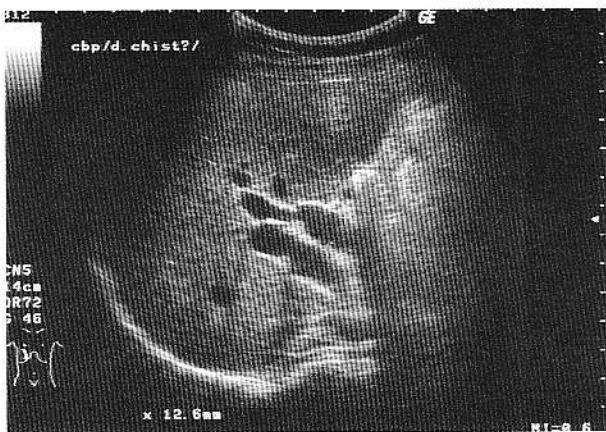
Ecografie standard – CBP dilatată retrooduodenal, măsurând 12 mm.
